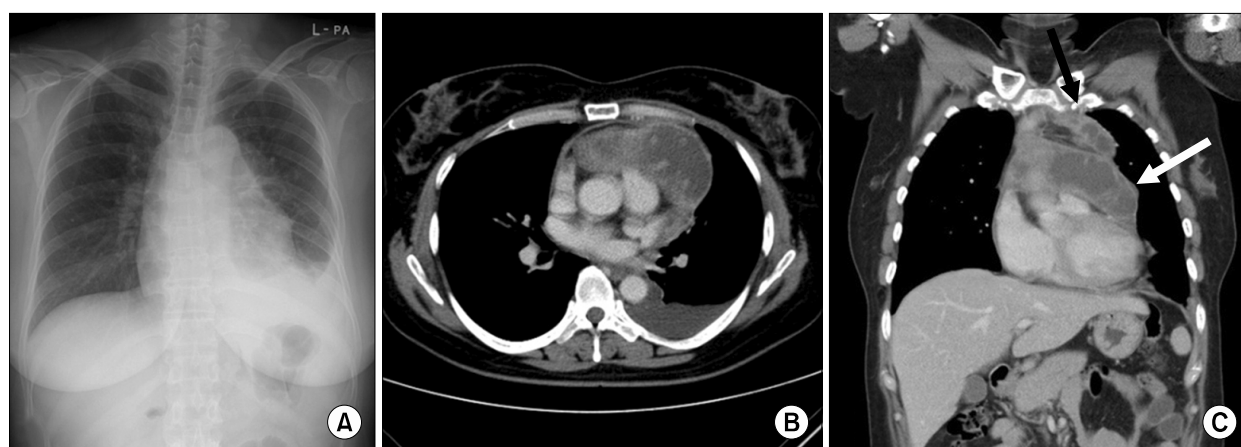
(A) Chest PA on admission shows anterior mediastinal widening with left pleural effusion. (B, C) Initial chest CT scans with transverse and coronal images. Chest CT scan displays multi-loculated two cystic masses at the anterior mediastinum (white arrow, 10.5×4.2 cm; black arrow, 6.8×1.7 cm) with peripheral enhancement. No foci of calcification were observed within the mass. PA: Posterior anterior; CT: computed tomography.
